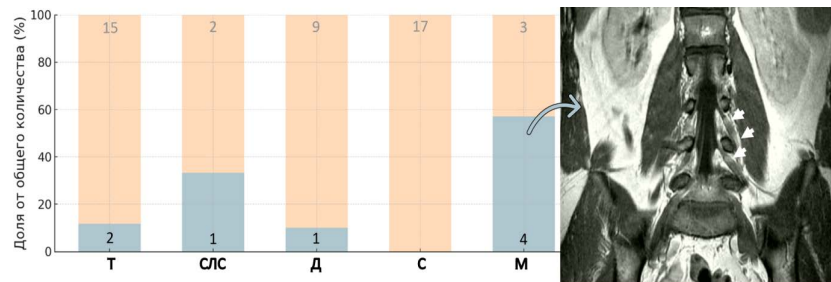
Частота накопления контрастного вещества в спинномозговых корешках и нервах по данным МРТ у пациентов с различными вариантами ХВДП: ХВДП – хроническая воспалительная демиелинизирующая полинейропатия; Т – типичная; ЛСЛ – синдром Льюиса – Самнера; Д – дистальная; М – моторная ХВДП; МРТ – магнитно-резонансная томография. На изображении стрелками указано накопление контрастного вещества и утолщение спинномозговых нервов
